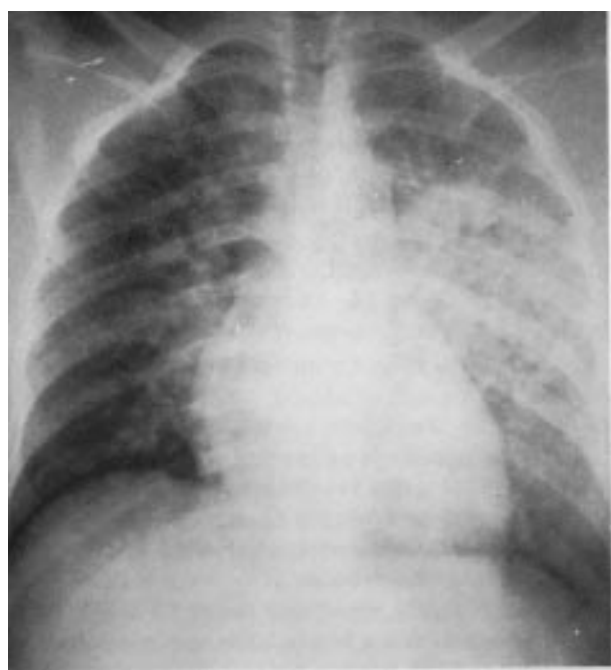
Radiografia de tórax (PA): edema pulmonar e discreta cardiomegalia.
